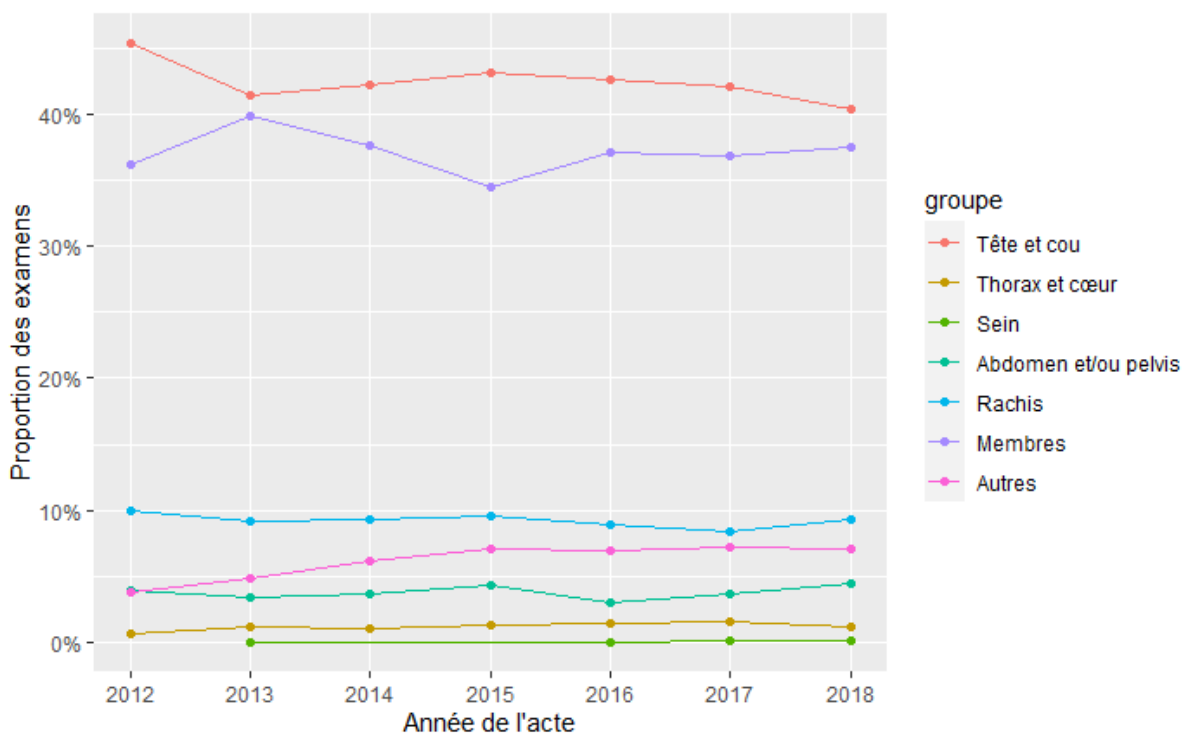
Evolution sur la période 2012-2018 de la répartition des actes IRM selon le groupe d'actes (zone anatomique)
